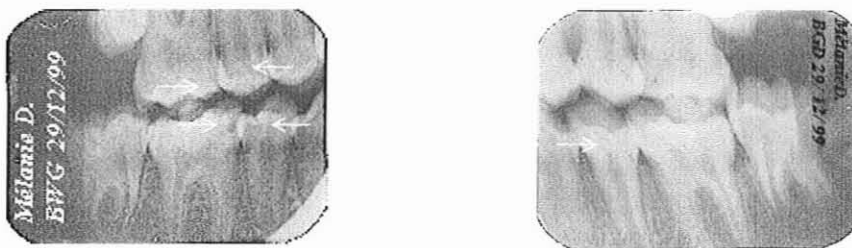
Bitewings – Observation n°1
